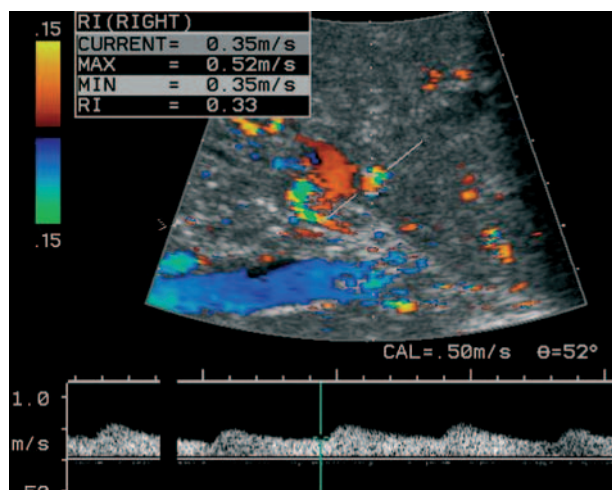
Échographie dans le cadre d'une greffe du foie compliquée d'une nécrose des voies biliaires sur thrombose de l'artère hépatique : flux artériel à distance de l'occlusion, avec un indice de résistance bas et une vitesse maximale basse.
